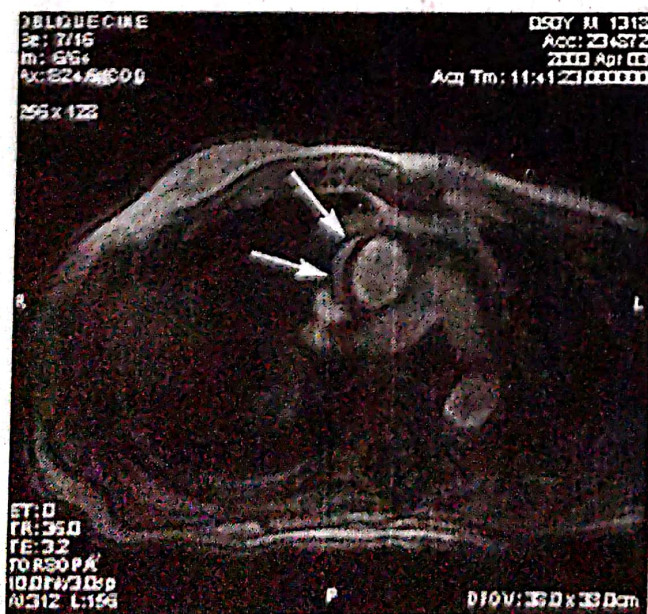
Cine RMN în plan frontal ce arată acumulare de sânge în peretele aortei ascendente fără comunicare cu lumenul. Se poate observa că acest hematom parietal duce la îngustarea porțiunii inițiale a lumenului aortei ascendente vizualizate la aortografie (Figura 4).
